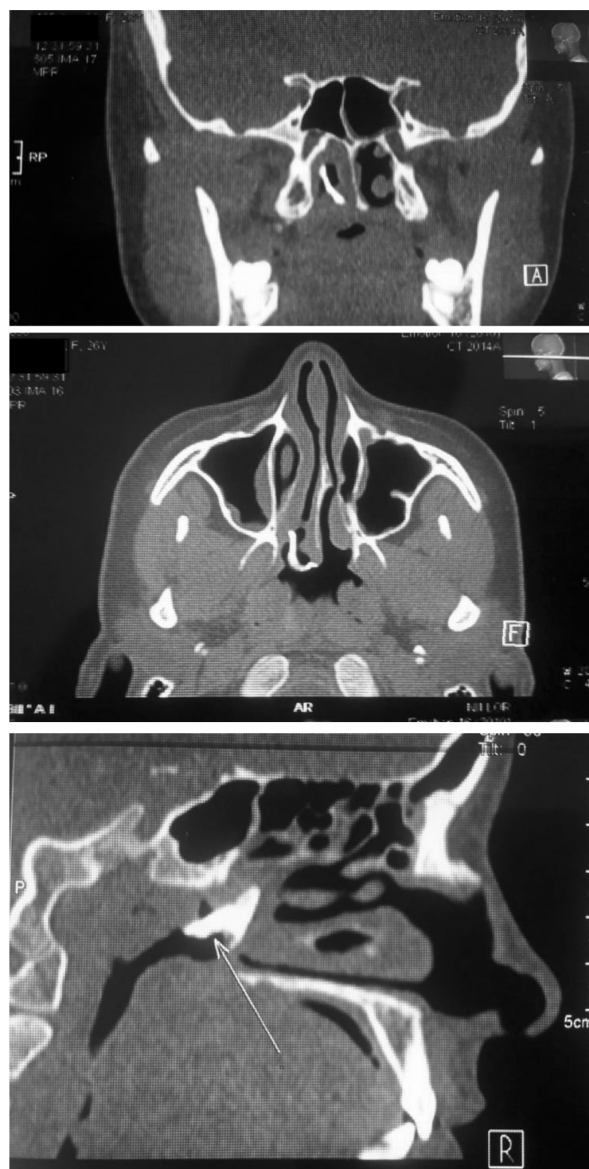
Компьютерная томография околоносовых пазух
